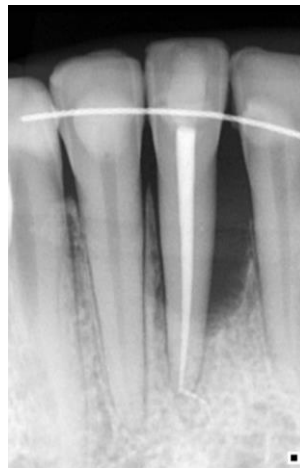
Radiografía post operatoria en donde se observa correcta obturación del sistema de conductos con adecuada densidad y homogeneidad radiopaca hasta longitud de trabajo.
